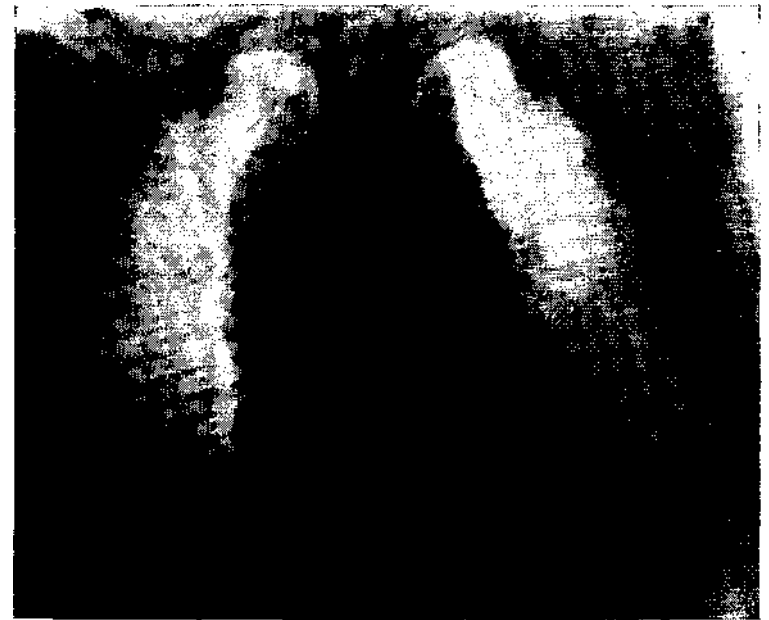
Томограмма больной Н.
